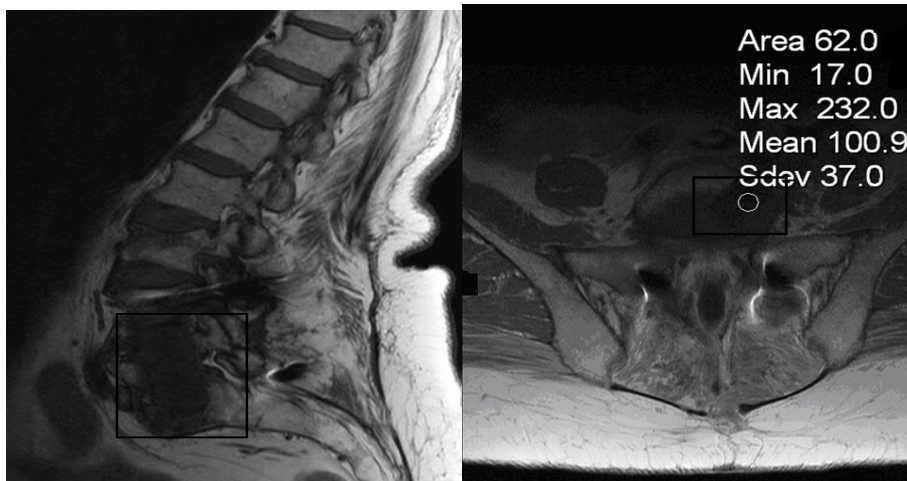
Bsp. MRT (T1) mit KM (ohne Anreicherung) ein Jahr postoperativ in zwei Ebenen (Quelle: FSU Klinikum Jena)
